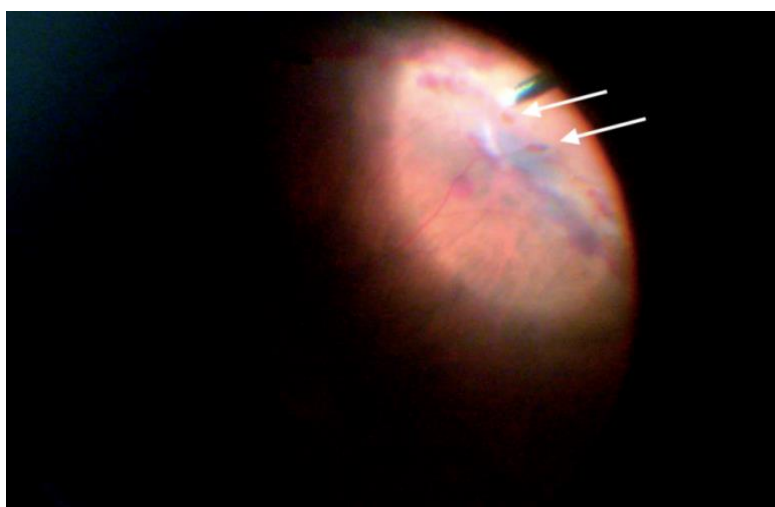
Дырчатые разрывы сетчатки с интратетинальными кровоизлияниями и локальной отслойкой сетчатки, обнаруженные у пациента в процессе витрэктомии через 4 суток после тяжелой контузии
